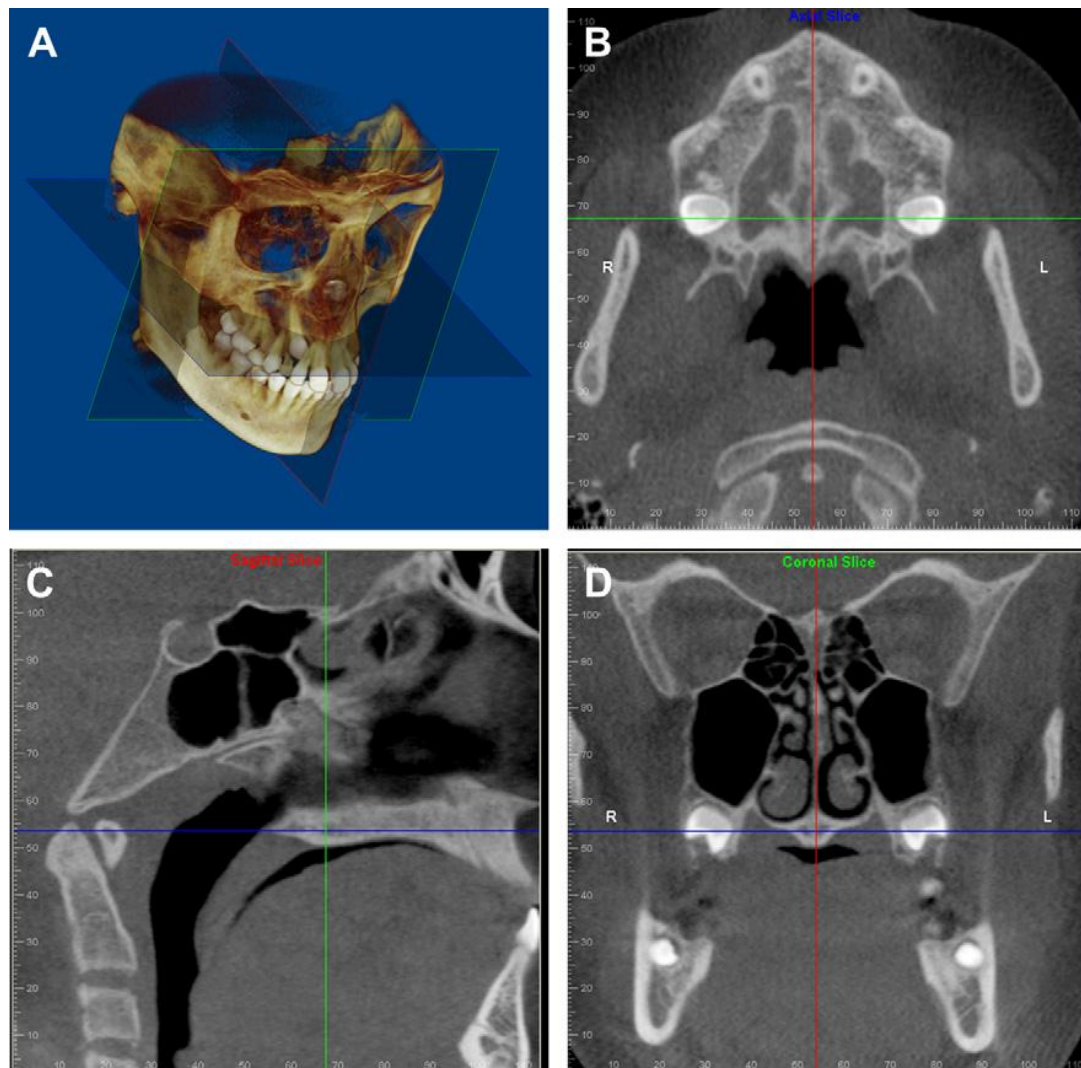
Modos de visualización estándar de los datos volumétricos CBCT. (A) la representación volumétrica 3D de tejido duro que muestra los tres planos ortogonales en relación con el conjunto de datos volumétrica reconstruida; cada plano ortogonal tiene múltiples secciones de rebanada delgada en cada plano. (B) Imagen axial Representante. (C) Imagen sagital representante, y (D) coronal.²⁰
